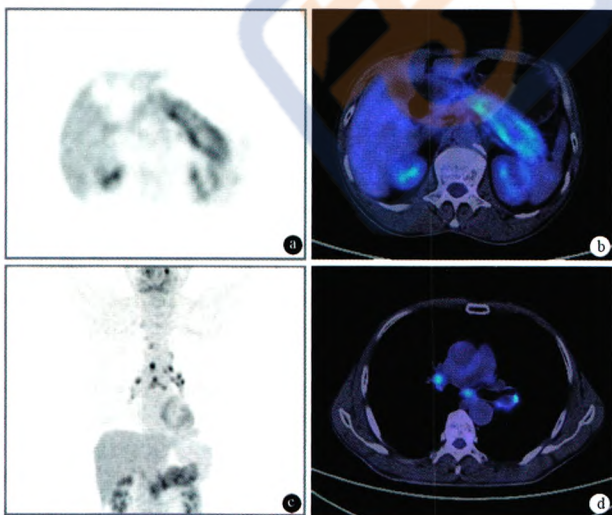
1型AIP的PET及PET-CT征象 a,b:可见胰腺弥漫性摄取增加;c,d:可见纵隔多发淋巴结摄取增高(上海长海医院提供)
